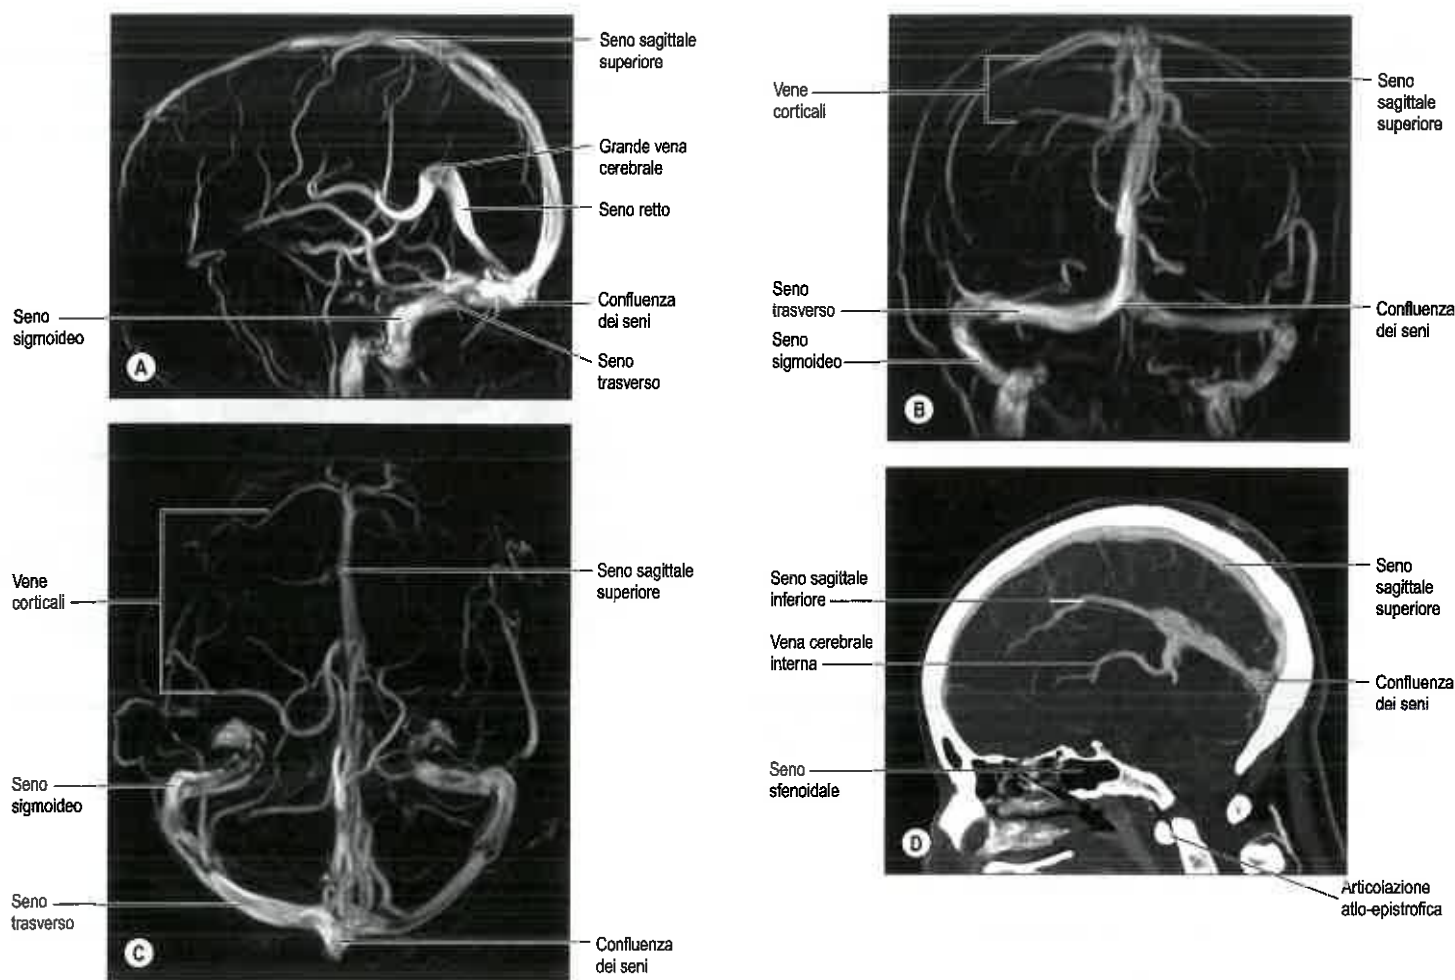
A. Venogrammi ottenuti mediante risonanza magnetica a contrasto di fase effettuati a 3.0T in proiezioni laterale (A), frontale (B) e superiore (C). D. Venogramma TC, sezione mediosagittale.
